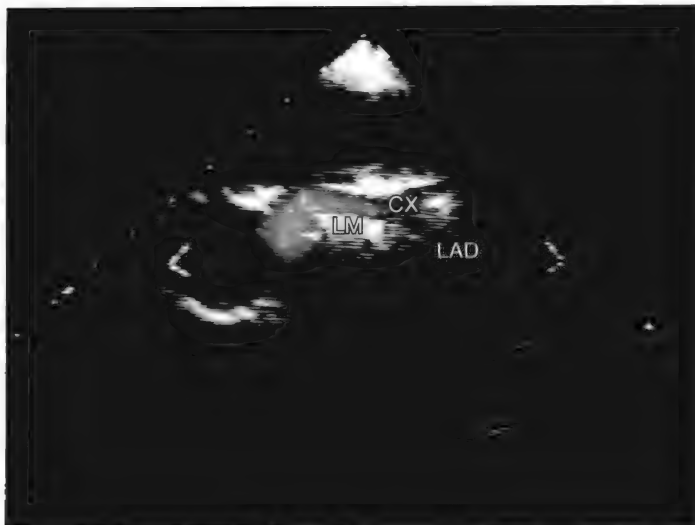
经食管超声心动图显示了左主干(LM)及其分叉、前降支(LAD)动脉和回旋支(CX)动脉内的血流。
